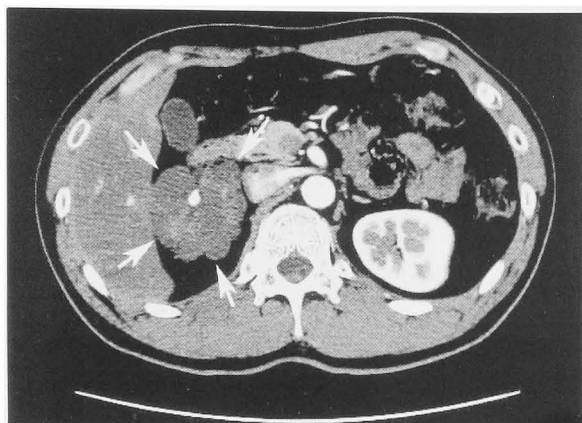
Abdominal enhanced CT shows the segmental area which is slightly enhanced.
